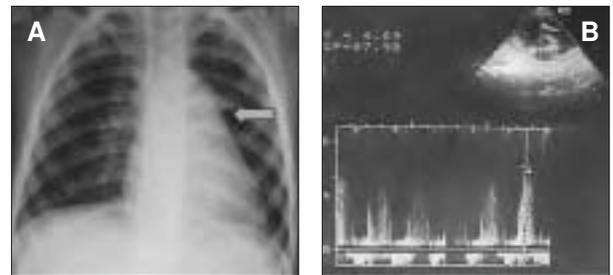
A) Radiografía torácica inicial (la flecha indica prominencia del arco pulmonar). B) Ecocardiografía: gradiente de presiones pulmonares.
